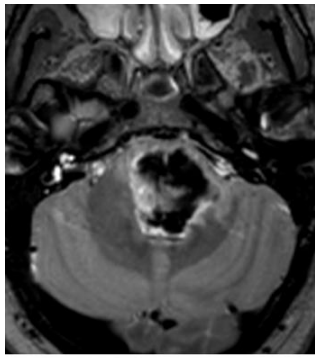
这名不幸的 31 岁男性表现为突发性偏瘫，检查发现一个巨大的桥脑血肿；CT 血管成像相对不明显（上排）。椎动脉造影的前后位与侧位显示一个小型的桥脑延髓 AVM，由基底动脉近端与 AICA 部分供血（第二排）。经左侧乙状窦后开颅显露 AVM（第三排）。用原位阻断技术离断畸形巢的血供（第四排）。脑干表面剩余的深色引流静脉也在手术末期进行电凝（末排）。
